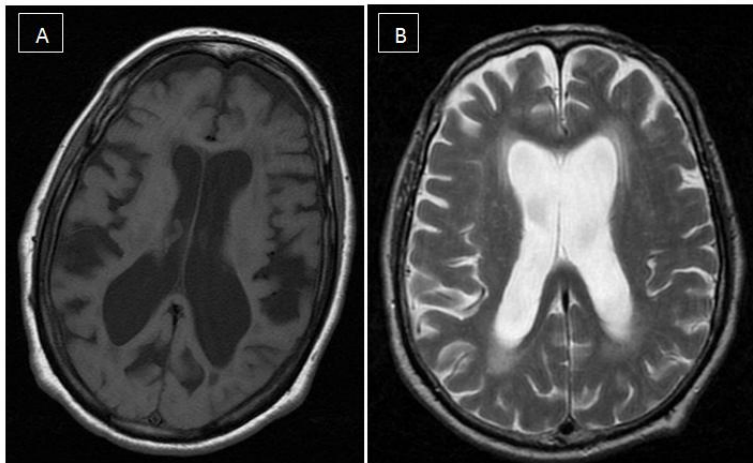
Imágenes de RMN sugerentes de atrofia (A) y edema periependimario (B)
